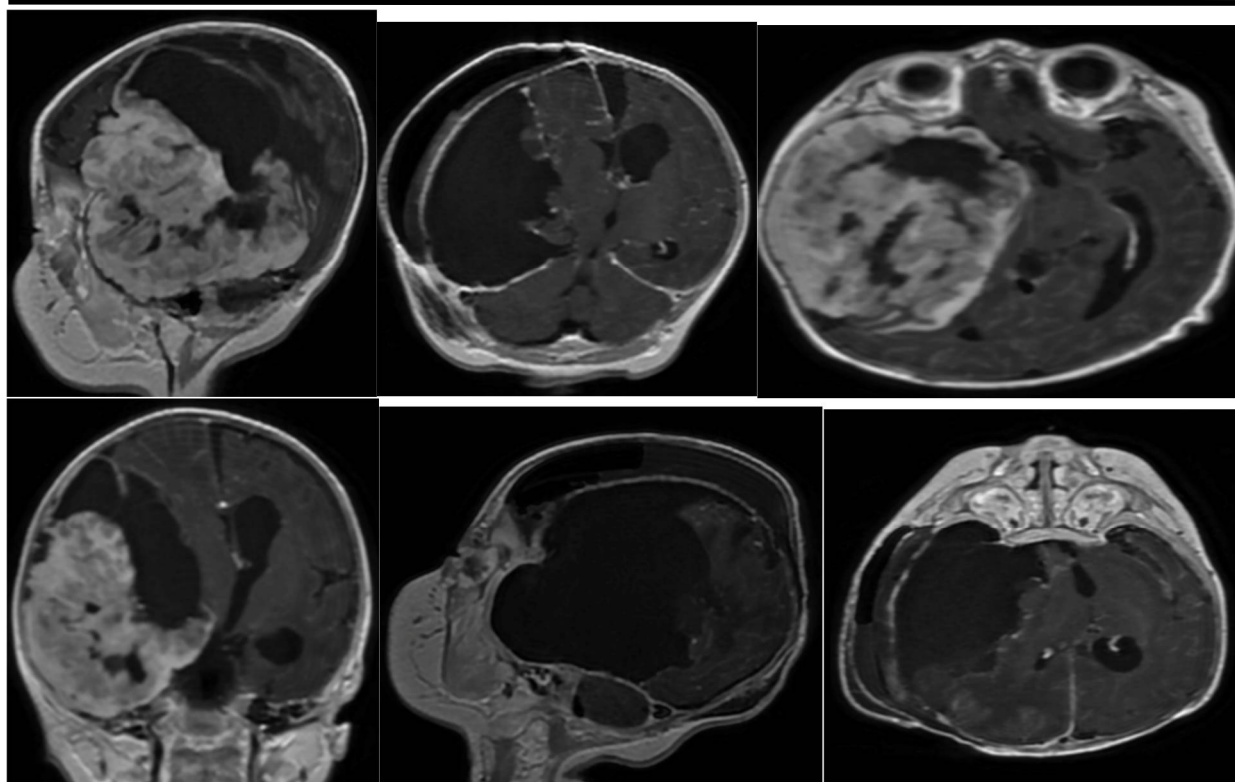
МРТ-изображение демонстрирует объёмное образование в функционально значимой зоне головного мозга с выраженной масс-эффектом, смещением структур и признаками перифокального отёка.
